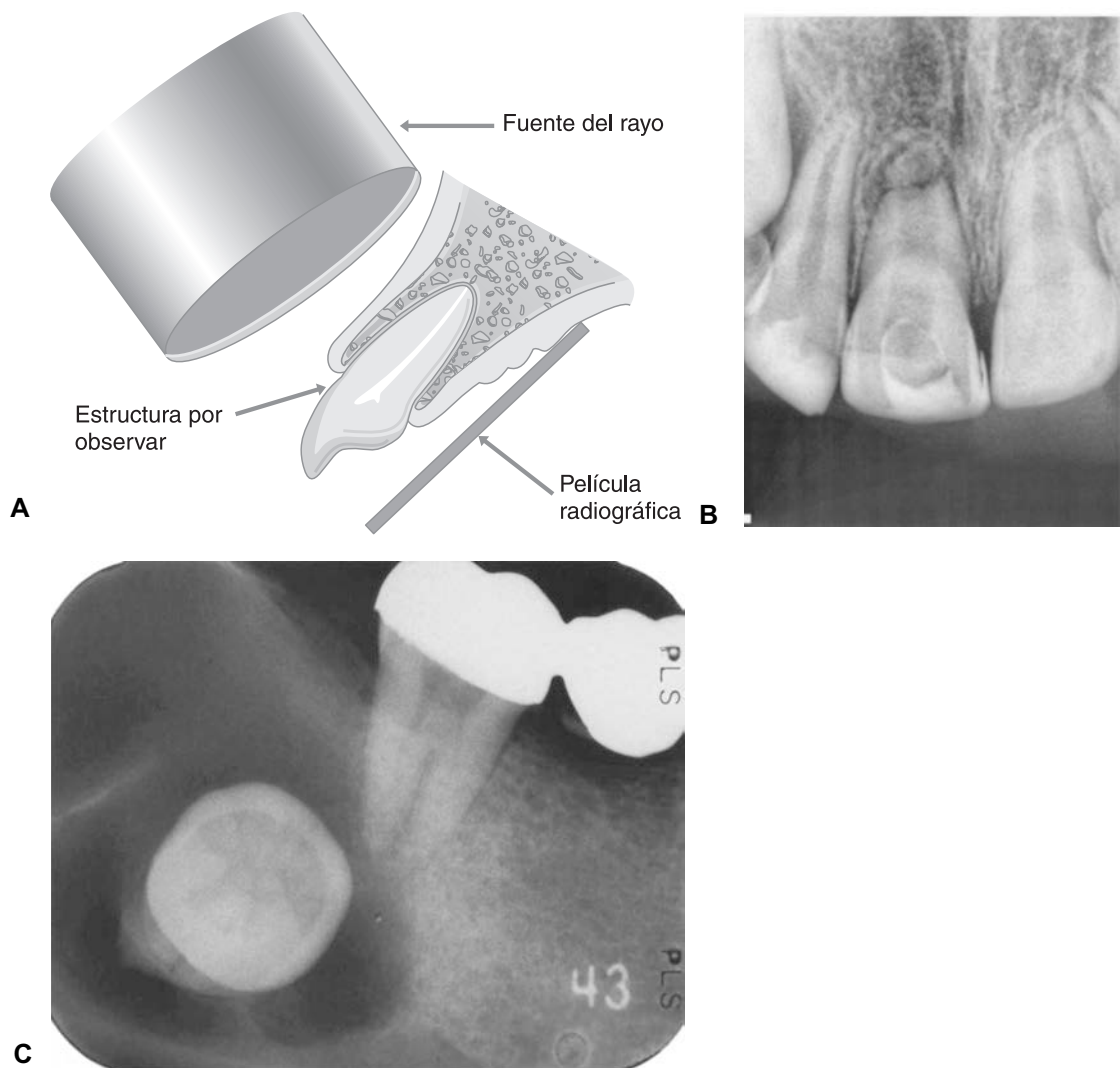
La radiografía periapical se toma colocando la película paralela a la estructura que se desea observar, mientras que el rayo se coloca en un ángulo de 90° respecto a ella (A). En la parte anterior, la película se coloca con su eje más largo en sentido vertical, como en esta radiografía (B), en la que se muestra una fractura radicular; mientras que en la parte posterior se coloca con su eje más largo en sentido horizontal, como en esta radiografía en la que se muestra una zona radiolúcida multilobulada, con la presencia de un órgano dentario (C).
